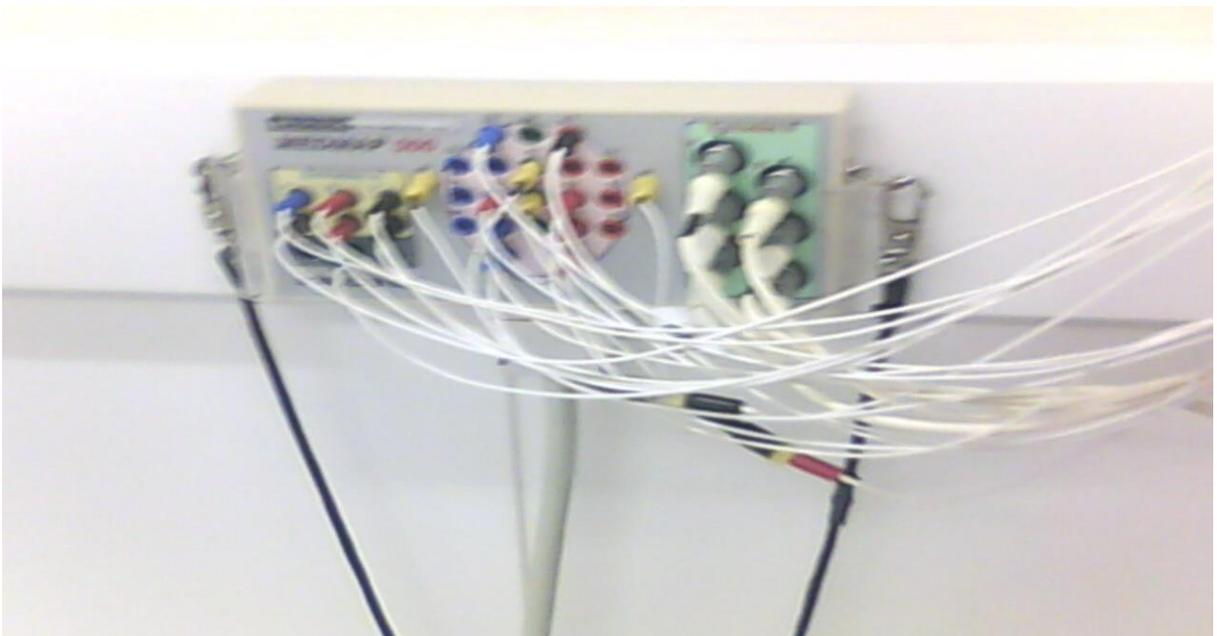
Sala de exames mostrando amplificador de polissonografia (PSG), que é ligado por fios à cabeça do paciente e por cabos ao computador.
